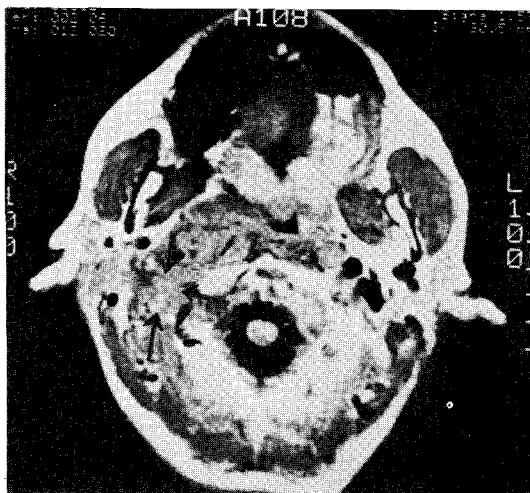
MRI showing conglomerated lymphadenopathies encasing the right carotid artery(black arrows) in right internal jugular chain.
